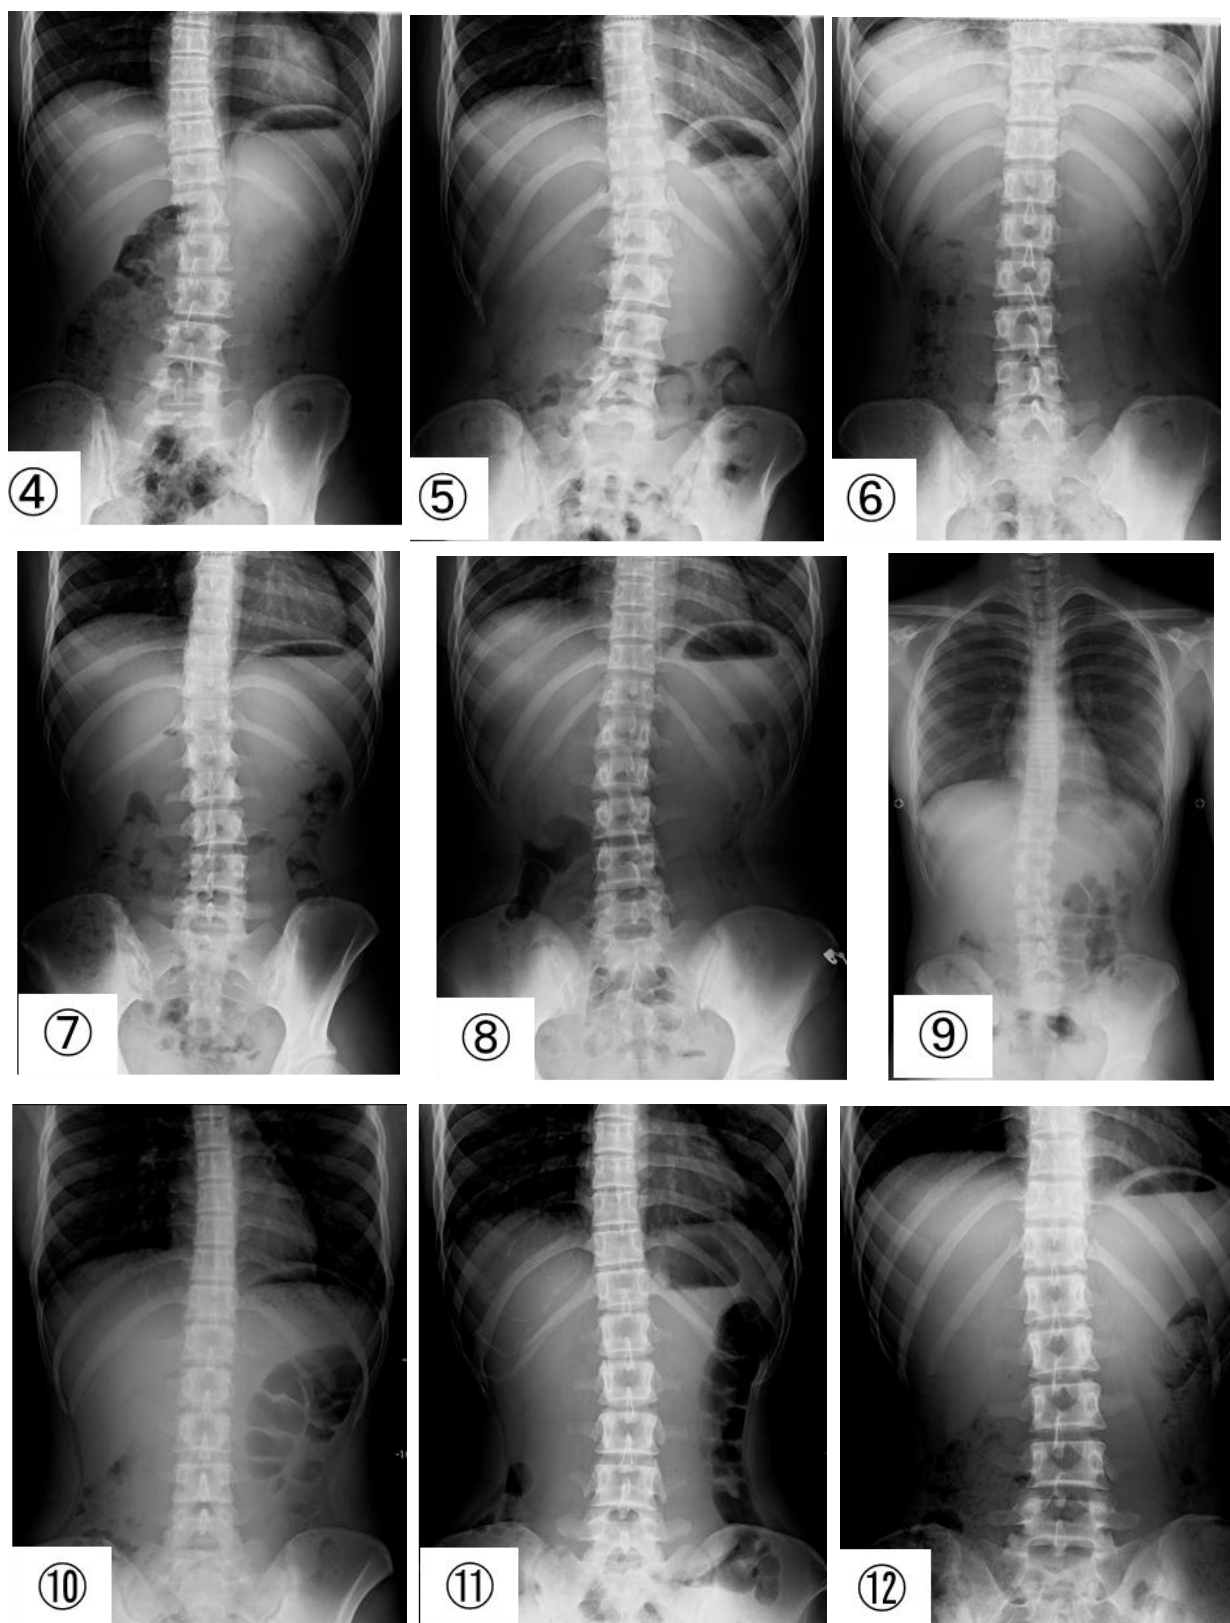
側弯を有する女子選手のX線画像（番号は表7に対応）
